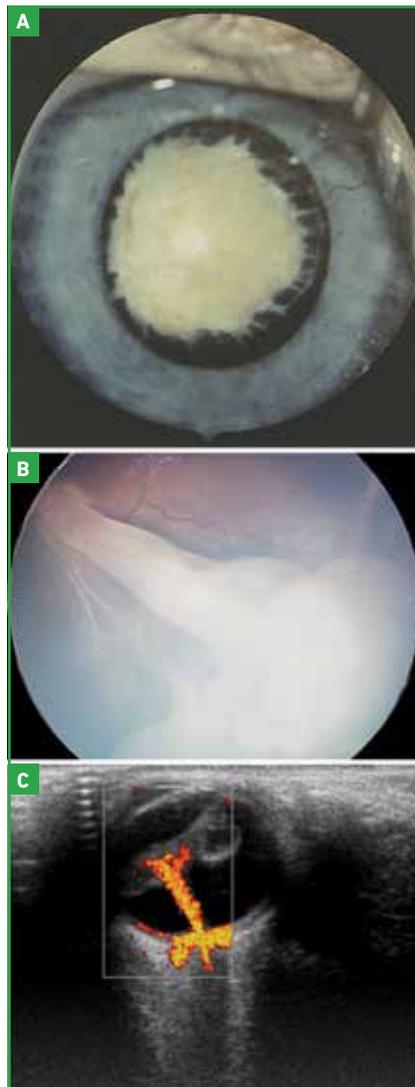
Persistence de la vascularisation fœtale. A : cataracte, rubéose et traction des corps ciliaires. B : masse fibreuse du segment postérieur rétrolentale et attachée au nerf optique. C : artère hyaloïdienne visible en échographie Doppler.
